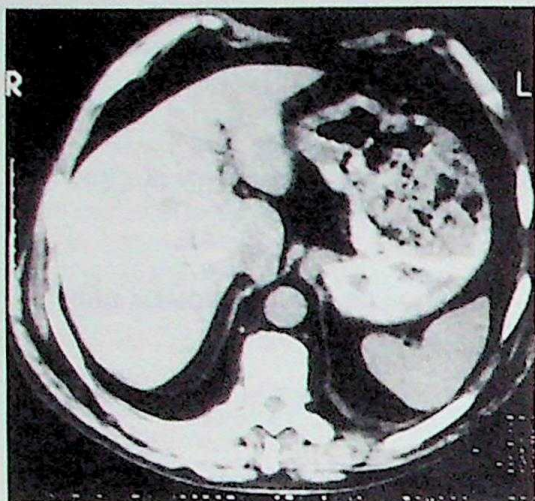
Imagen de la tomografía computada mostrando el tumor gástrico con engrosamiento difuso de la pared del estómago.
